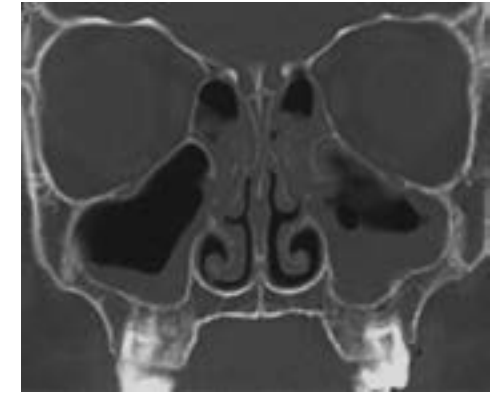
Томографічні ознаки пансинуситу на КТ носа та приносових пазух.
